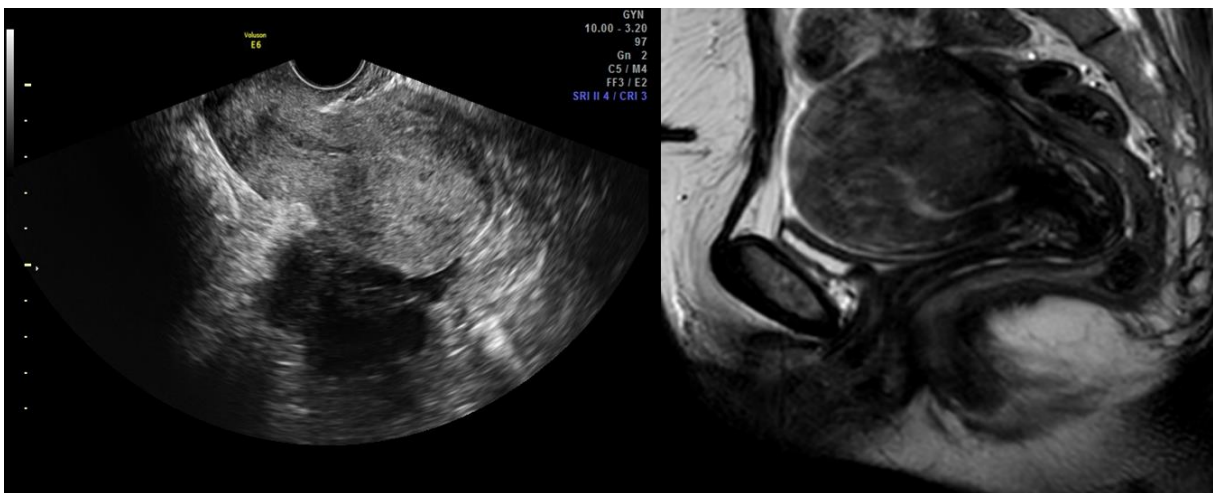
• Image échographique objectivant une hypertrophie utérine corporeale postérieure d'aspect hétérogène avec individualisation de stries hyperechogene intra-myéométriales en rapport avec une adenomyose.
